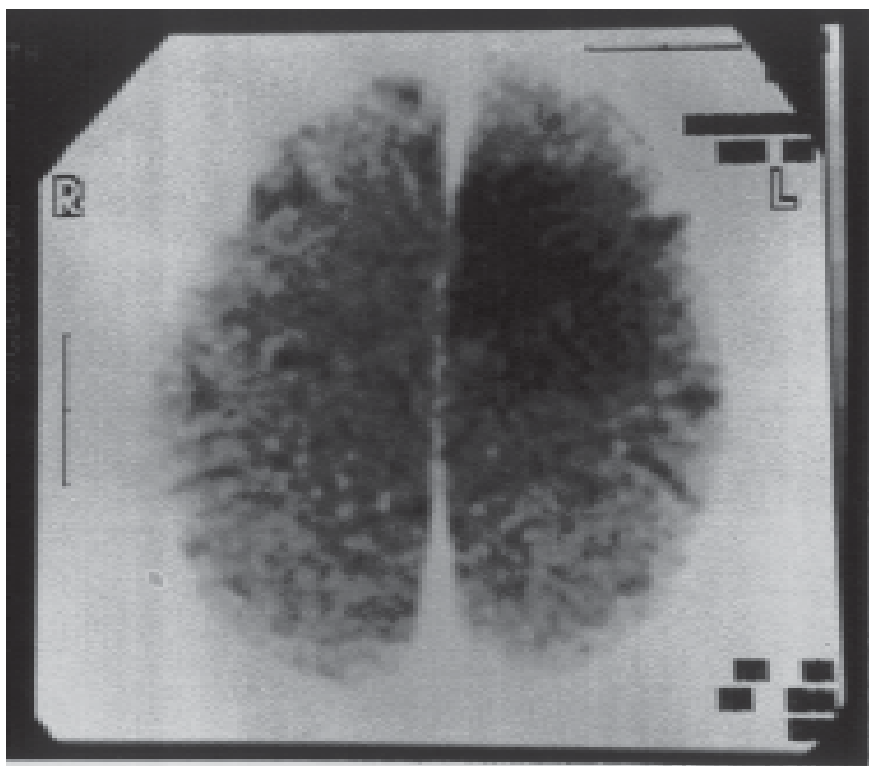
TAC del cerebro que demuestra lesión hipodensa parietal izquierda. Su aspecto no se modificó en dos años.
